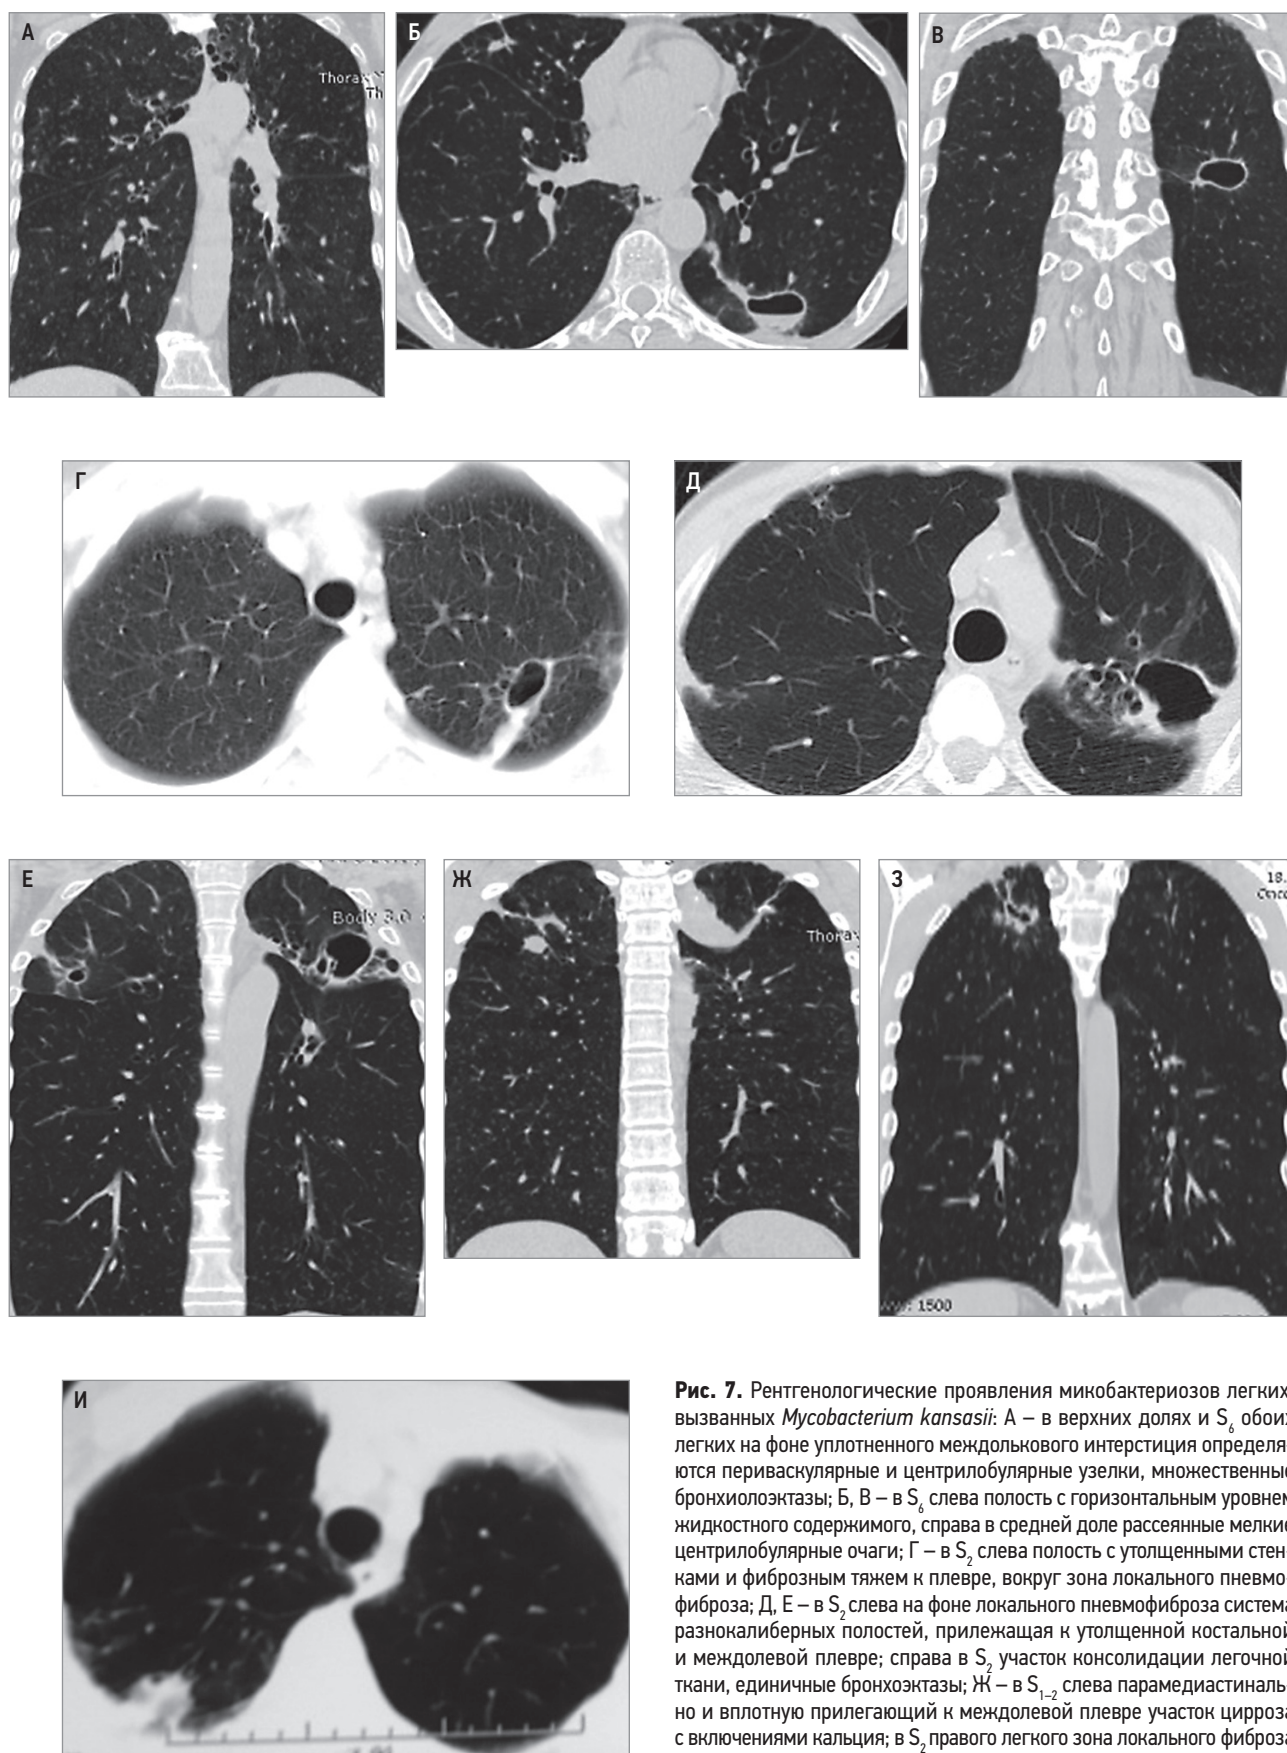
Рентгенологические проявления микобактериозов легких, вызванных *Mycobacterium kansasii*: А – в верхних долях и S_6 обоих легких на фоне уплотненного междолькового интерстиция определяются периваскулярные и центрилобулярные узелки, множественные бронхиолоэктазы; Б, В – в S_6 слева полость с горизонтальным уровнем жидкостного содержимого, справа в средней доле рассеянные мелкие центрилобулярные очаги; Г – в S_2 слева полость с утолщенными стенками и фиброзным тяжем к плевре, вокруг зона локального пневмофиброза; Д, Е – в S_2 слева на фоне локального пневмофиброза система разнокалиберных полостей, прилежащая к утолщенной костальной и междолевой плевре; справа в S_2 участок консолидации легочной ткани, единичные бронхоэктазы; Ж – в S_{1-2} слева парамедиастинально и вплотную прилегающий к междолевой плевре участок цирроза с включениями кальция; З – в S_2 правого легкого зона локального фиброза с мелкими плотными очагами; И – в S_2 справа на фоне локального пневмофиброза полость с неравномерно утолщенными стенками и фиброзным тяжем к плевре; И – в S_2 субплеврально округлый участок консолидации легочной ткани
